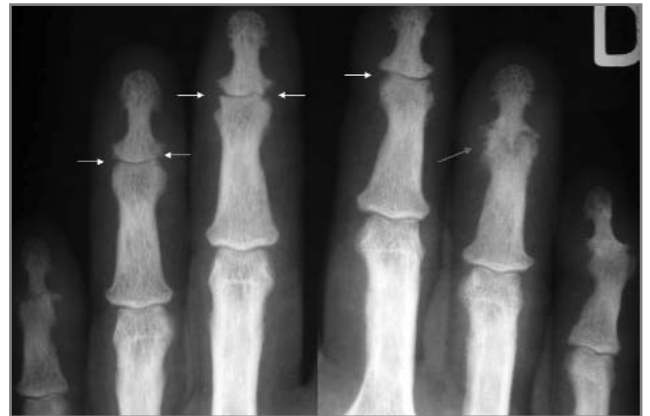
Radiografía ampliada de ambas manos con afectación asimétrica. Se aprecian erosiones en "orejas de ratón" (flechas blancas) y proliferaciones óseas (flecha gris)
